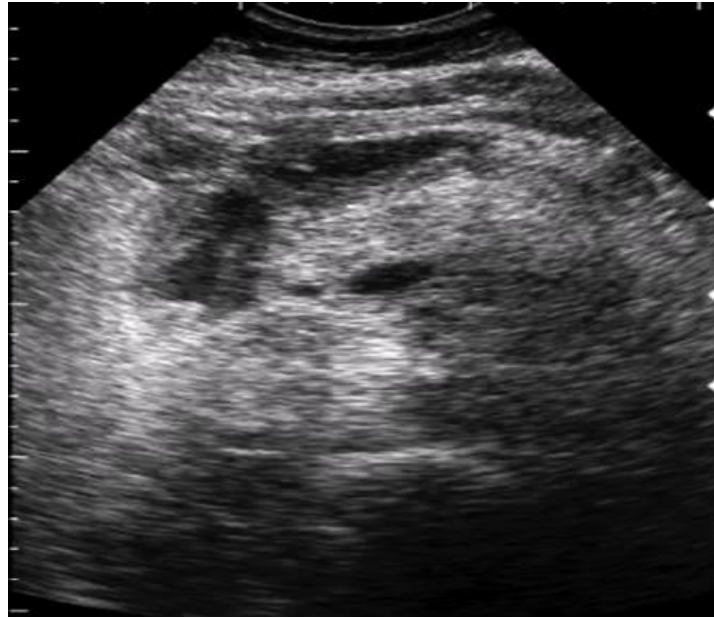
УЗИ. Острый деструктивный панкреатит. Стерильный панкреонекроз. Неоднородная эхоструктура поджелудочной железы с снижением чёткости контуров, наличием свободной жидкости в сальниковой сумке и появлением гипоэхогенных очагов деструкции
